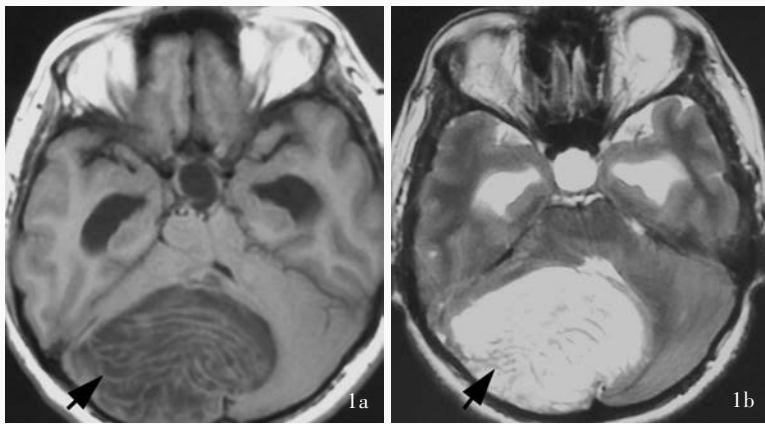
头部MRI检查所见 1a 横断面T₁WI显示,右侧小脑半球类圆形占位性病变,呈低信号(箭头所示) 1b 横断面T₂WI显示,右侧小脑半球类圆形占位性病变,呈高信号,信号强度欠均匀,病变表面可见平行排列的条纹或分层,呈“虎纹征”(箭头所示)
